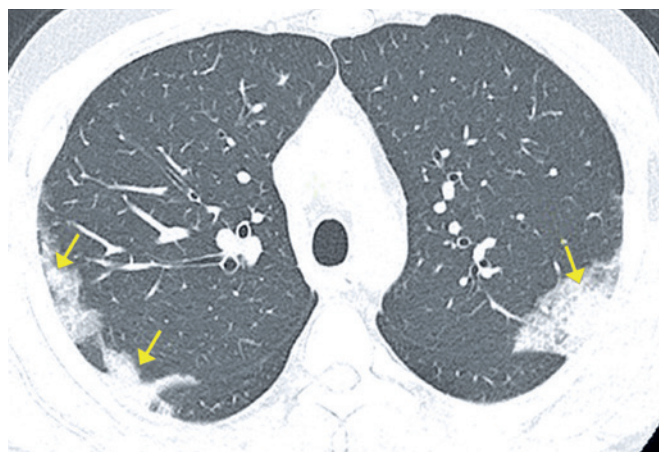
Paciente de 41 anos com COVID-19 apresentando febre, tosse e dispneia há 5 dias. Tomografia computadorizada mostrando consolidações periféricas nos lobos superiores
